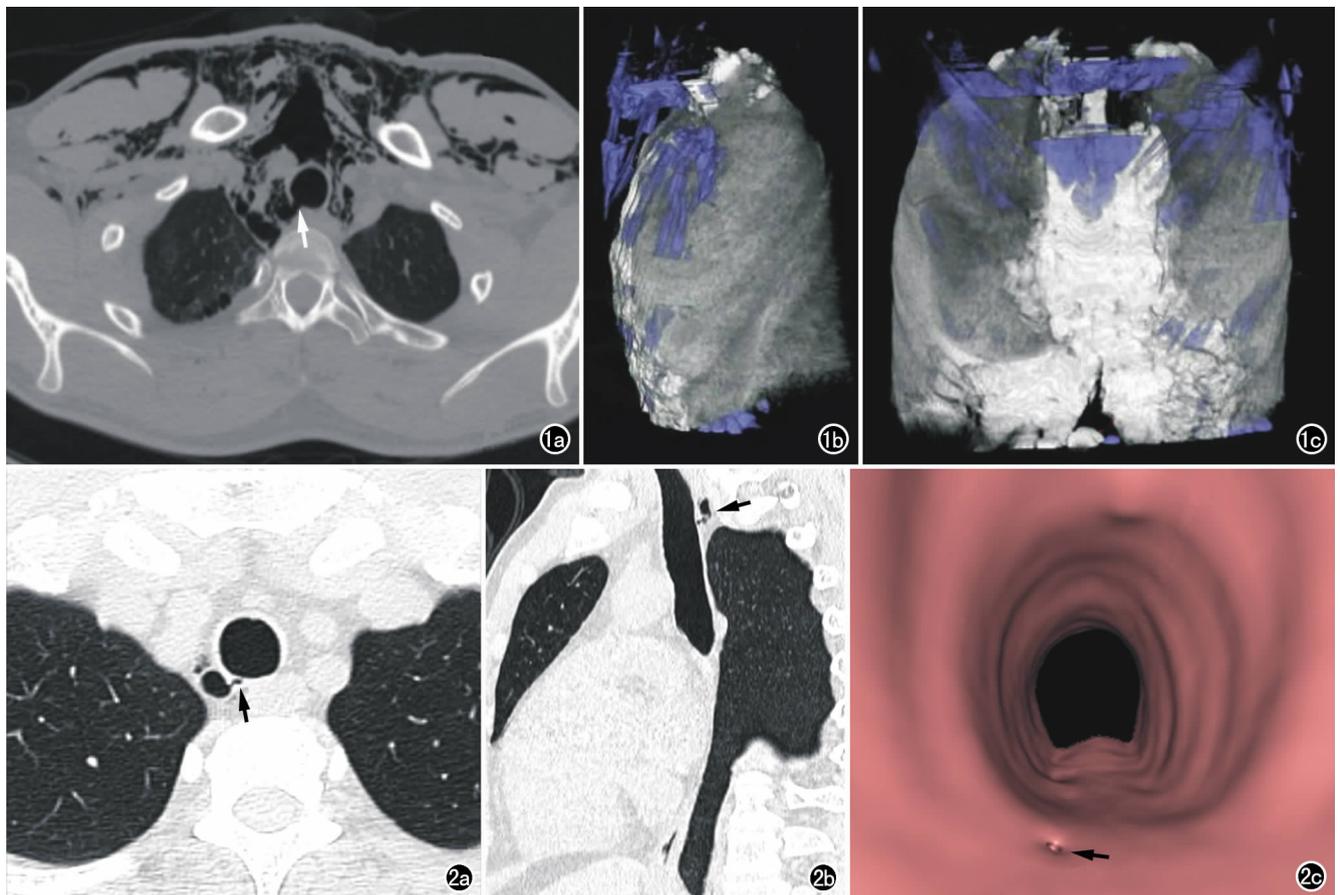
气管破裂患者, 车祸致伤后5小时。a) CT横轴面扫描示气管右后部破裂口(箭); b) 矢状面VR图像, 蓝色伪彩部分代表气体在组织间的立体分布情况; c) 冠状面VR图像, 蓝色伪彩部分为气体在组织间的立体分布情况。图2 气管破裂患者, 反复咳嗽3年。a) CT平扫示气管右后侧细小破裂口(箭), 其右侧低密度影为溢出的气体; b) 矢状面重组示气管破裂口(箭); c) CTVE图像示气管破口(箭)。
